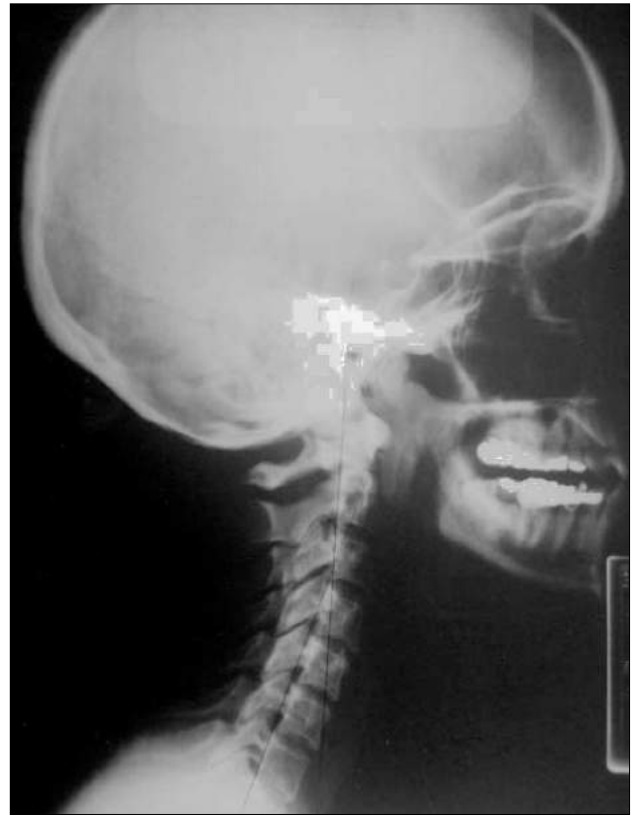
Radiografía lateral cervical tras el tratamiento (30 días más tarde).
